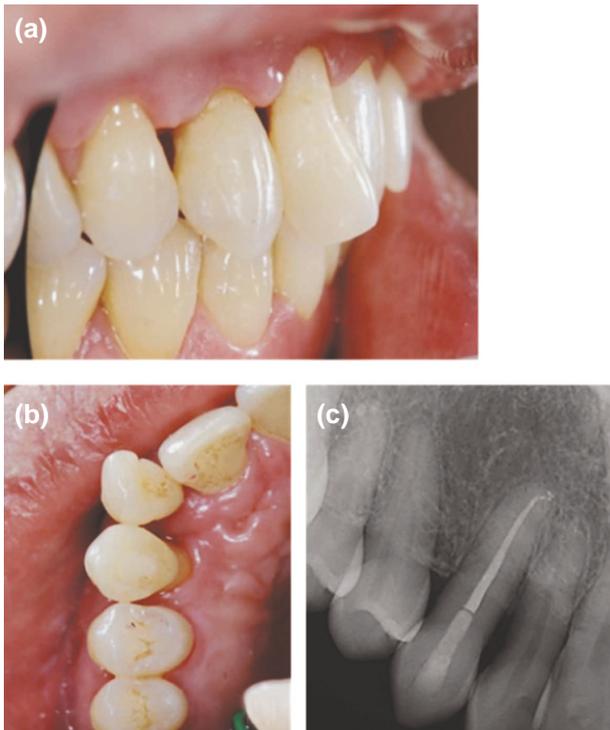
Recall lateral (a), occlusal (b) and radiographic view (c).
